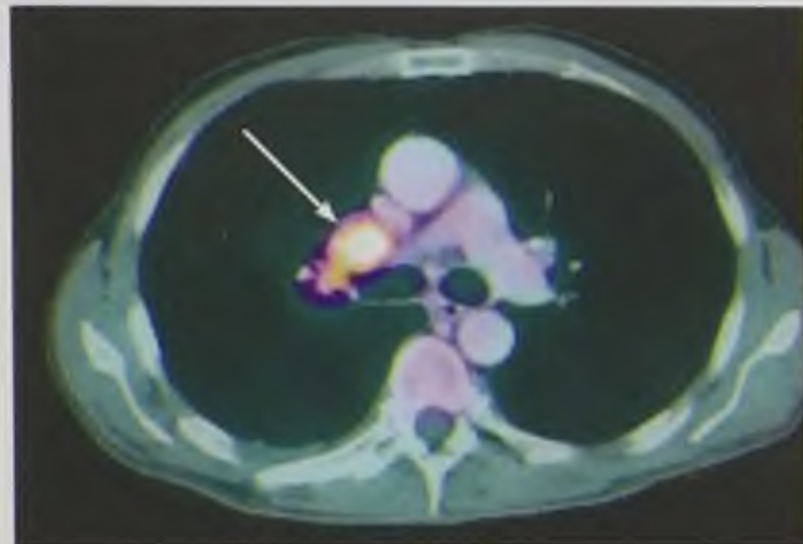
Центральный рак правого промежуточного бронха с поражением бронхоплевональных лимфатических узлов: *a* — на компьютерной томограмме определяется бугристое образование правого промежуточного бронха и увеличение бронхоплевональных лимфатических узлов (стрелки); *б* — на позитронно-эмиссионной томограмме определяются очаги гиперметаболизма фтордезоксиглюкозы в средостении (стрелки); *в* — на позитронно-эмиссионной компьютерной томограмме определяется повышенная фиксация фтордезоксиглюкозы в образовании правого промежуточного бронха и пораженных лимфатических узлах (стрелки)
